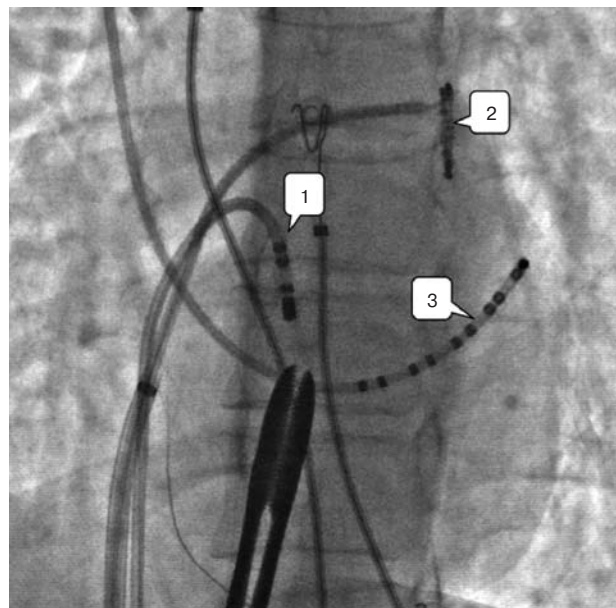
Рентгеновский снимок в левой косой проекции. Расположение электродов во время РЧ-воздействия: 1 — абляционный электрод; 2, 3 — диагностические электроды
